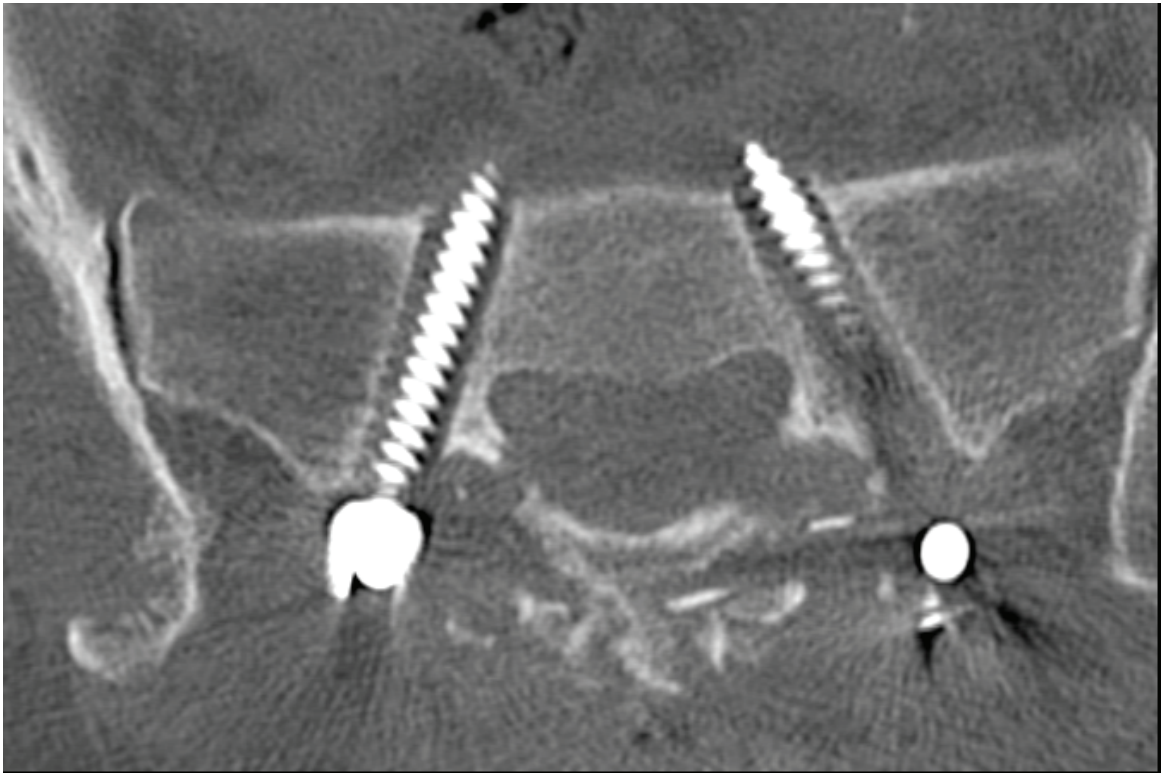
Paciente de 64 años intervenida por escoliosis degenerativa. Presentó una infección profunda por *S. aureus* durante el postoperatorio inmediato, que se resolvió favorablemente. A los 5 meses, presentó dolor con empeoramiento progresivo. La tomografía computarizada mostró los signos de aflojamiento de los tornillos, y las pruebas de laboratorio una elevación persistente de la proteína C reactiva. Se programó una cirugía de revisión en la que se encontró pus franco en la región lumbosacra, por lo que se retiraron los implantes.
